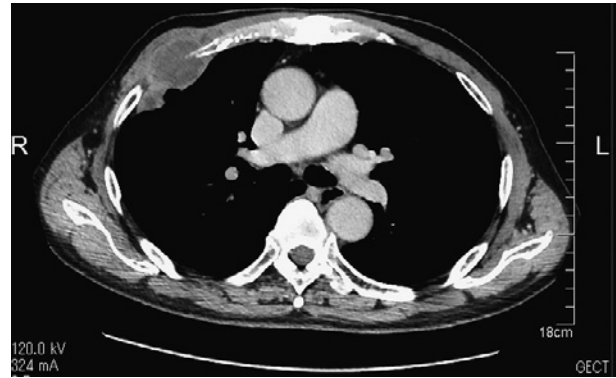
A chest computed tomographic image showed a chest wall tumor with an extrapleural sign.
